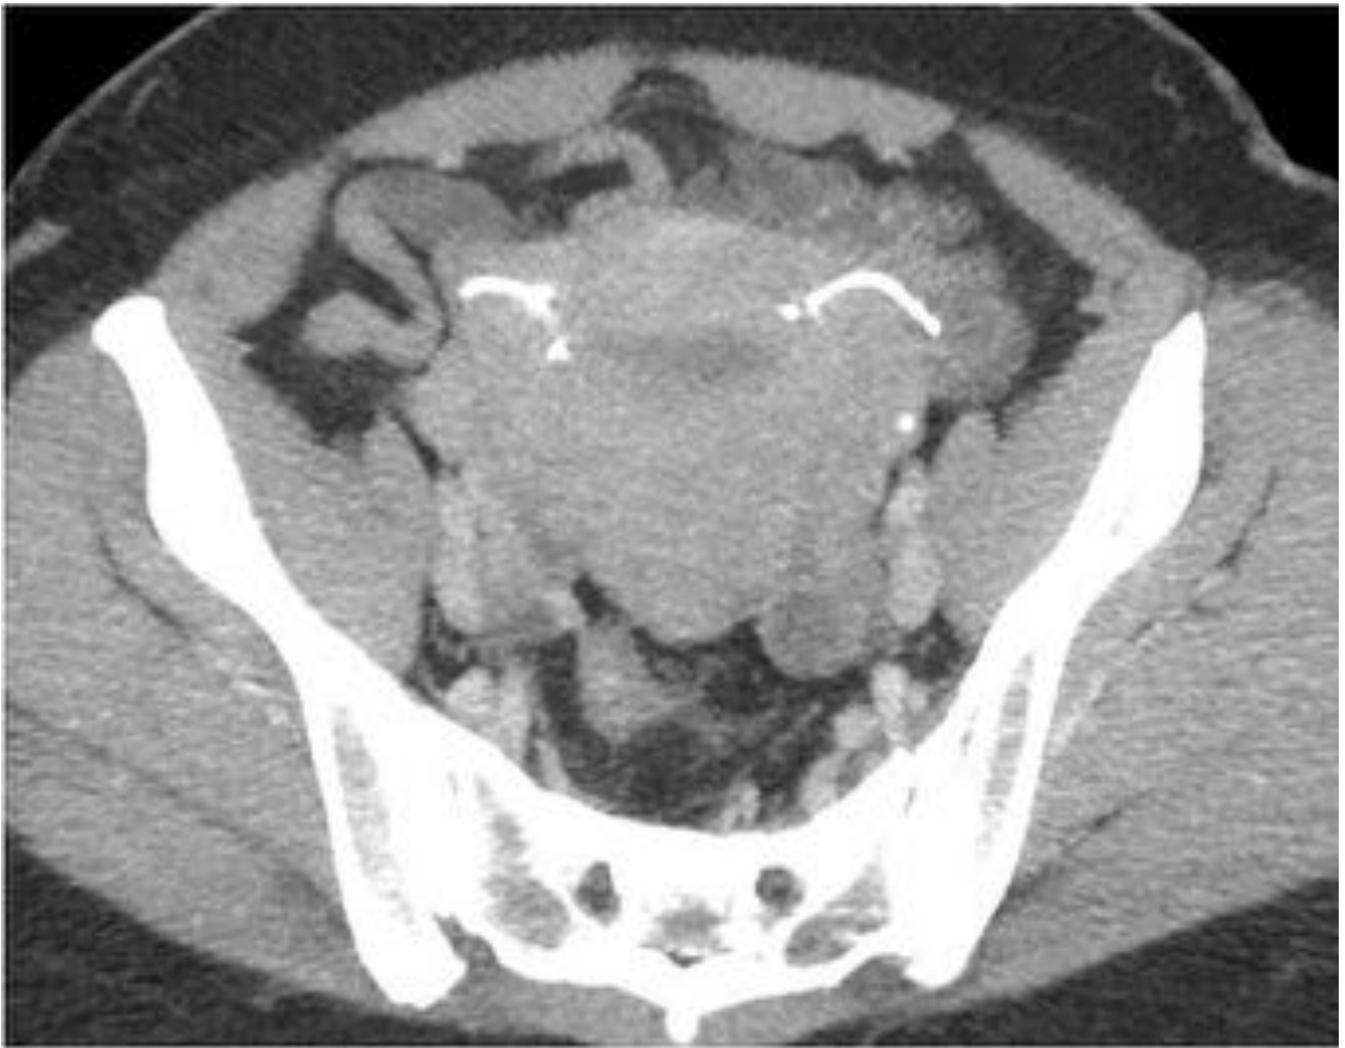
TC de pelvis. Dispositivos tubáricos.
